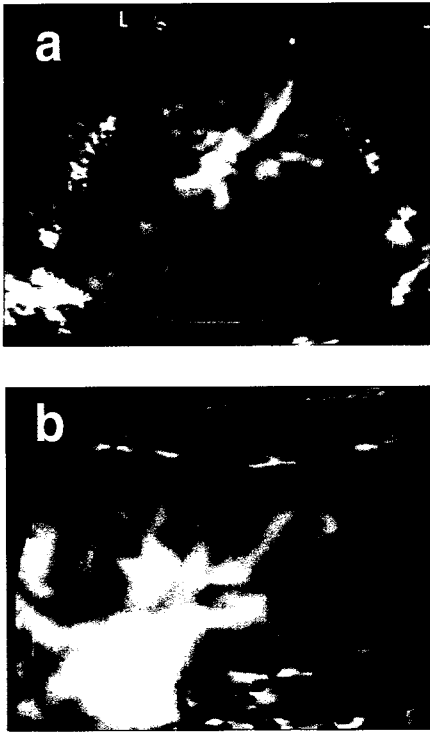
Power Doppler ultrasound studies of the left kidney of case 1. (a) Wide subcortical area of perfusion defect in the peripheral portion of the renal parenchyma, presumed to be due to intrarenal venous thrombosis. (b) The peripheral perfusion recovered on follow-up examination.
